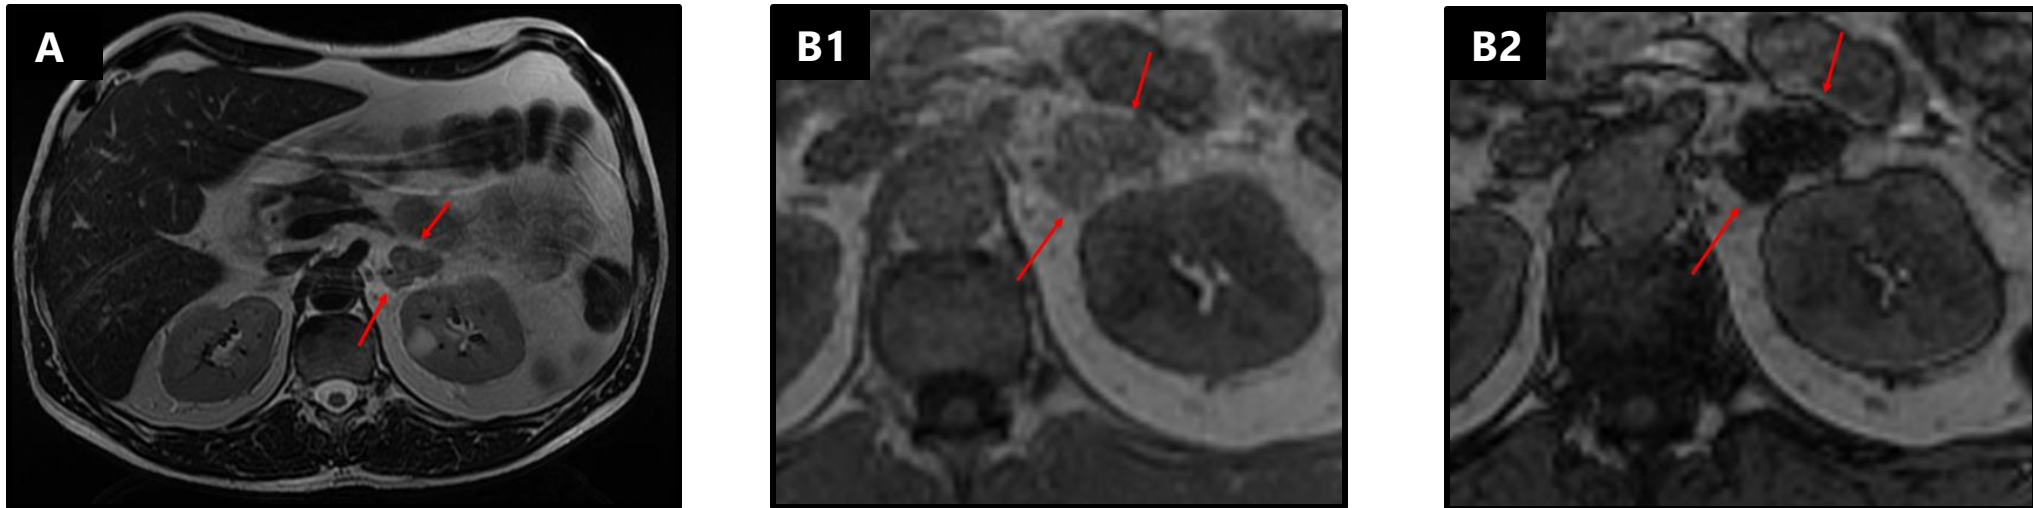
RM de adenoma suprarrenal izquierdo. A. T2 axial: nódulo suprarrenal izquierdo homogéneo e hipointenso (flechas rojas). B1 y B2. Dentro y fuera de fase, respectivamente: pérdida de señal en fuera de fase.
